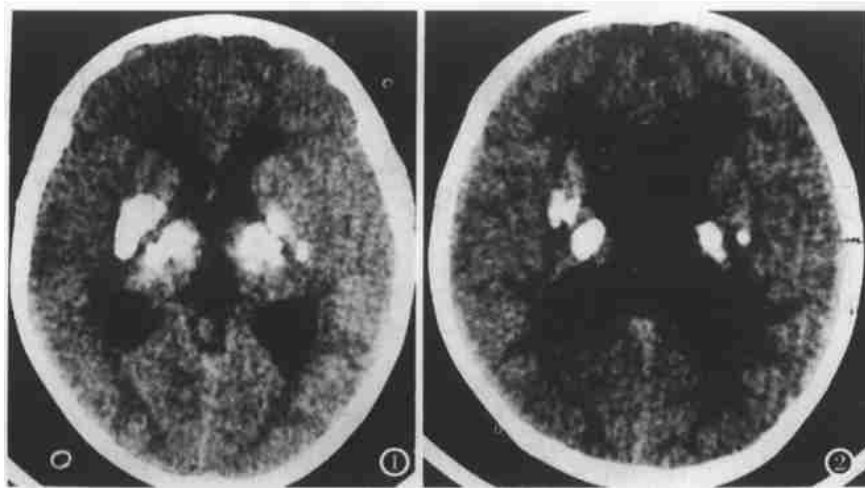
双侧丘脑、壳核、苍白球可见大量斑片状钙化灶, CT 值 243~720HU。双侧侧脑室及三脑室扩大。
